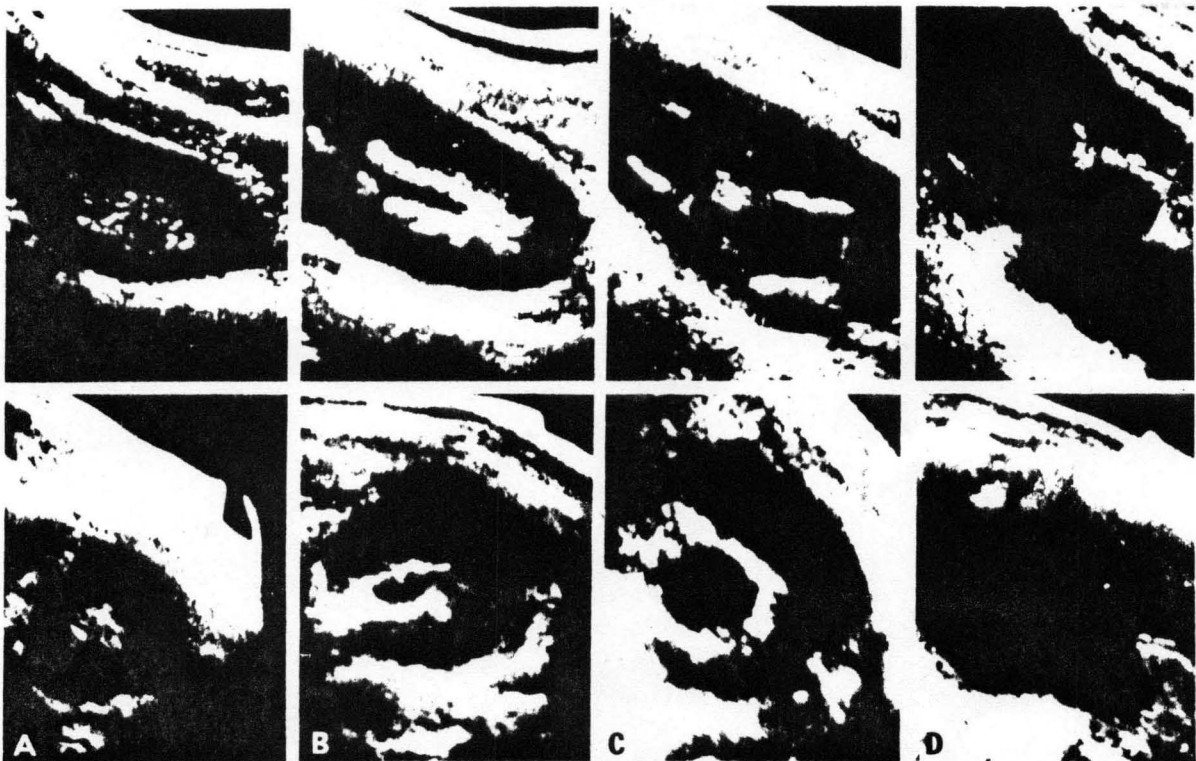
Longitudinal (upper row) and transverse (lower row) ultrasound scans, patients prone, demonstrating typical appearances of grades 0-3 hydronephrosis. A. Grade 0, nonobstructed. B. Grade 1, mild hydronephrosis. C. Grade 2, moderate hydronephrosis. D. Grade 3, severe hydronephrosis.
